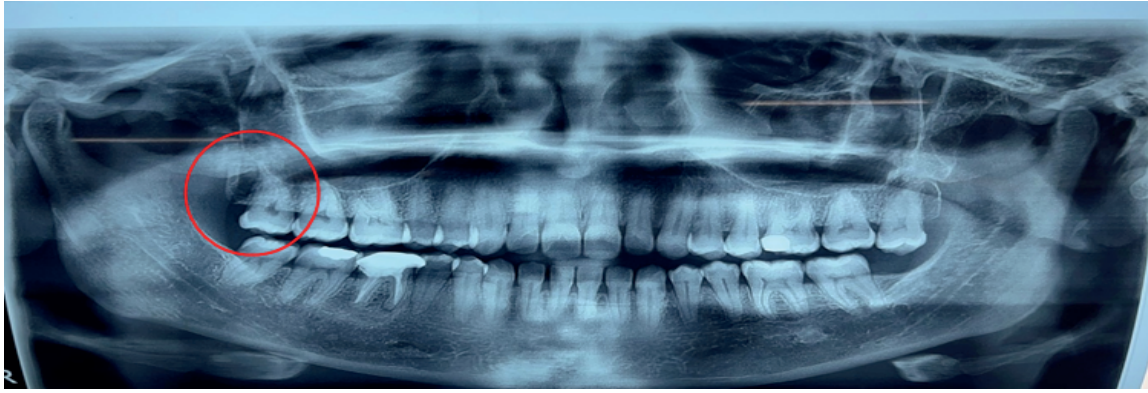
Ortopantomografía digital preoperatoria, presencia de zona radiolúcida a nivel del tercio apical de la raíz distal del OD. 18
